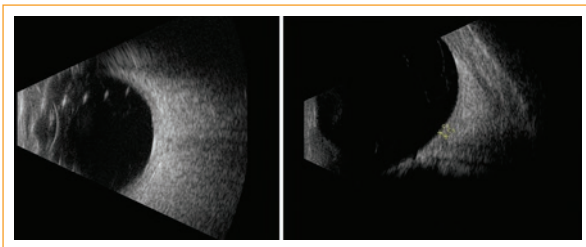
Ecografía del ojo derecho, cortes axial y longitudinal.
